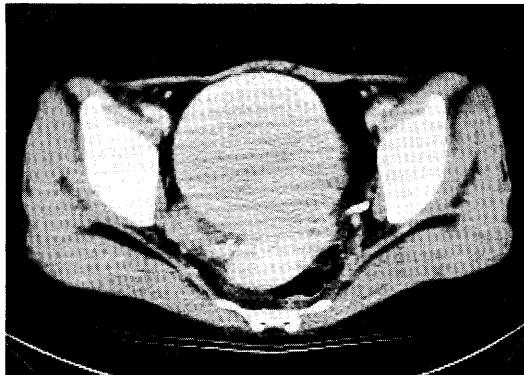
CT (CE+) scan reveals a large and homogenously enhanced mass lesion in the pelvis.
